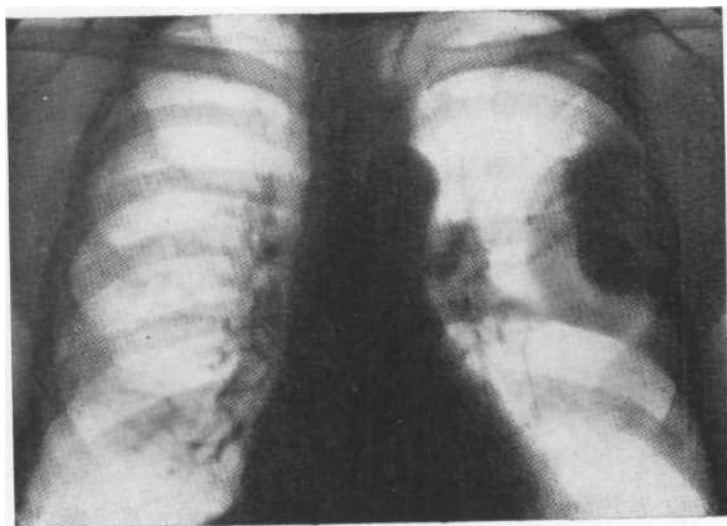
Обзорная рентгенограмма. Пристеночно расположенное затемнение, имеющее бугристые четкие контуры и образующие тупые углы с грудной стенкой. Мезотелиома. Пункция.
